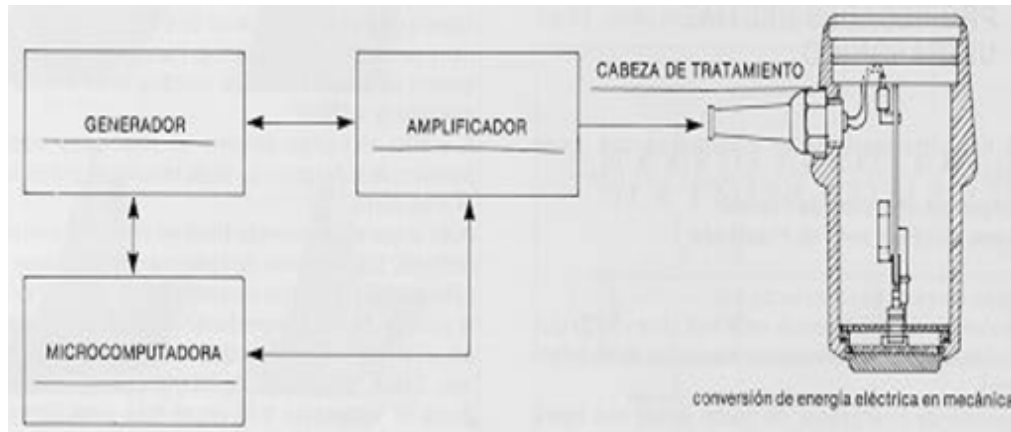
Partes de un Equipo de Ultrasonido [6]
